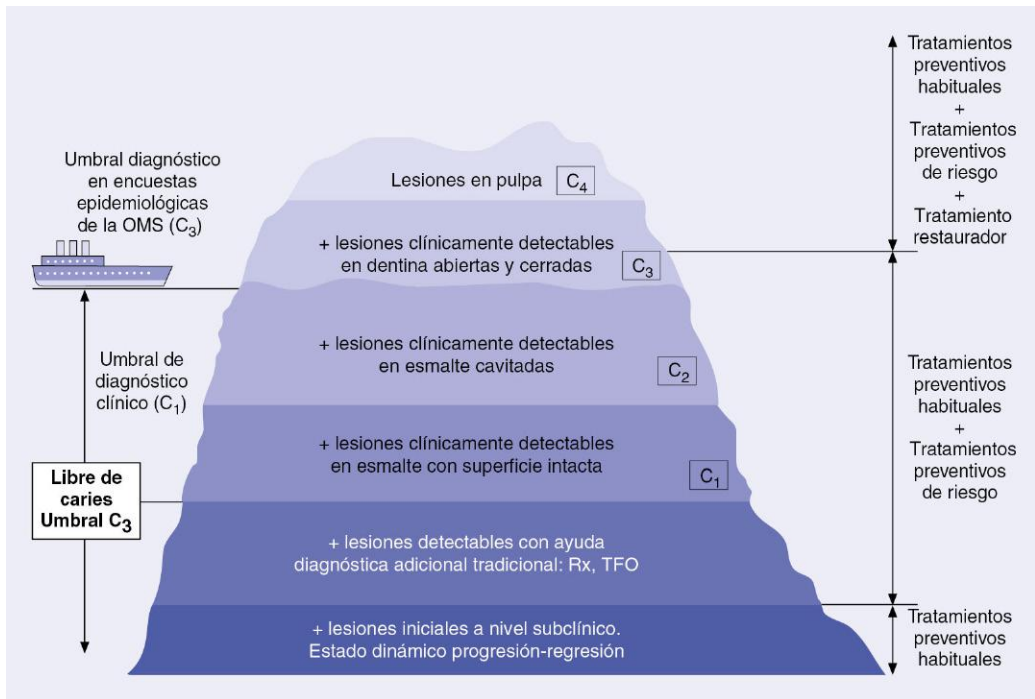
El iceberg de la caries dental. OMS, Organización Mundial de la Salud; Rx, radiografía; TFO, transiluminación con fibra óptica. (Adaptado, con autorización del autor, de Pitts NB. Diagnostic tools and measurements-impact on appropriate care. Community Dent Oral Epidemiol. 1997; 25: 24-35.)
